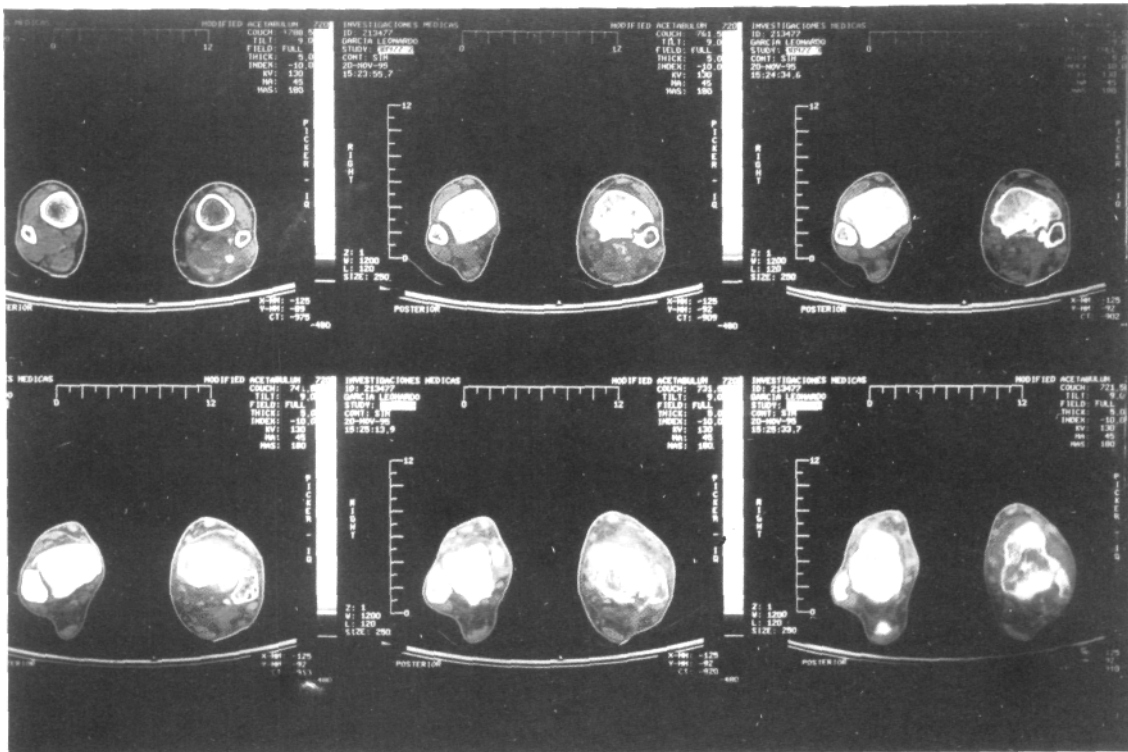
TAC al 20/11/05.
